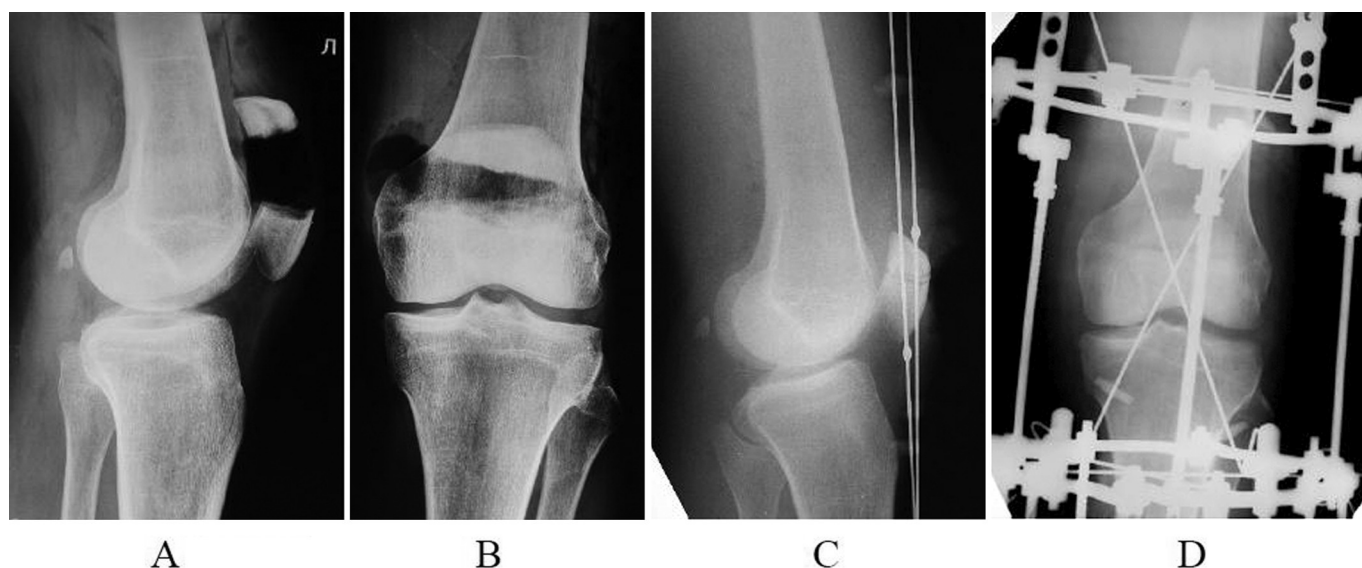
Рентгенограммы коленного сустава в боковой (А) и прямой (В) проекциях при поступлении; интраоперационные рентгенограммы коленного сустава в боковой (С) и прямой (D) проекциях
